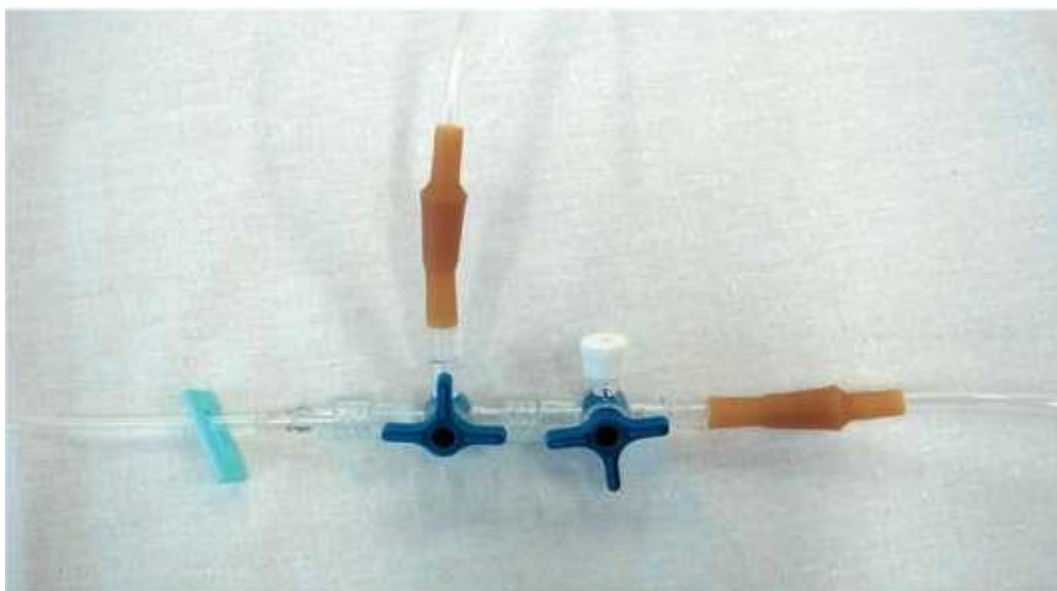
Одновременная инфузия нескольких растворов в один венозный катетер через систему с кранами
